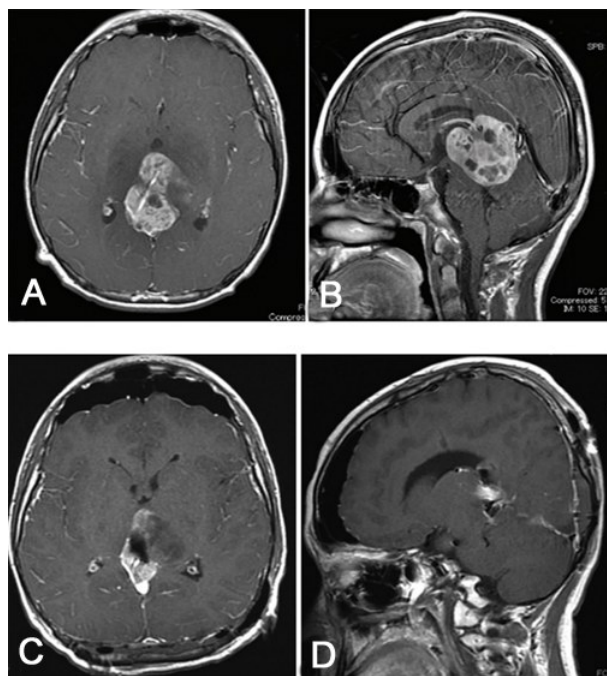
松果体区胶质母细胞瘤神经内镜手术治疗前后 MRI 表现
